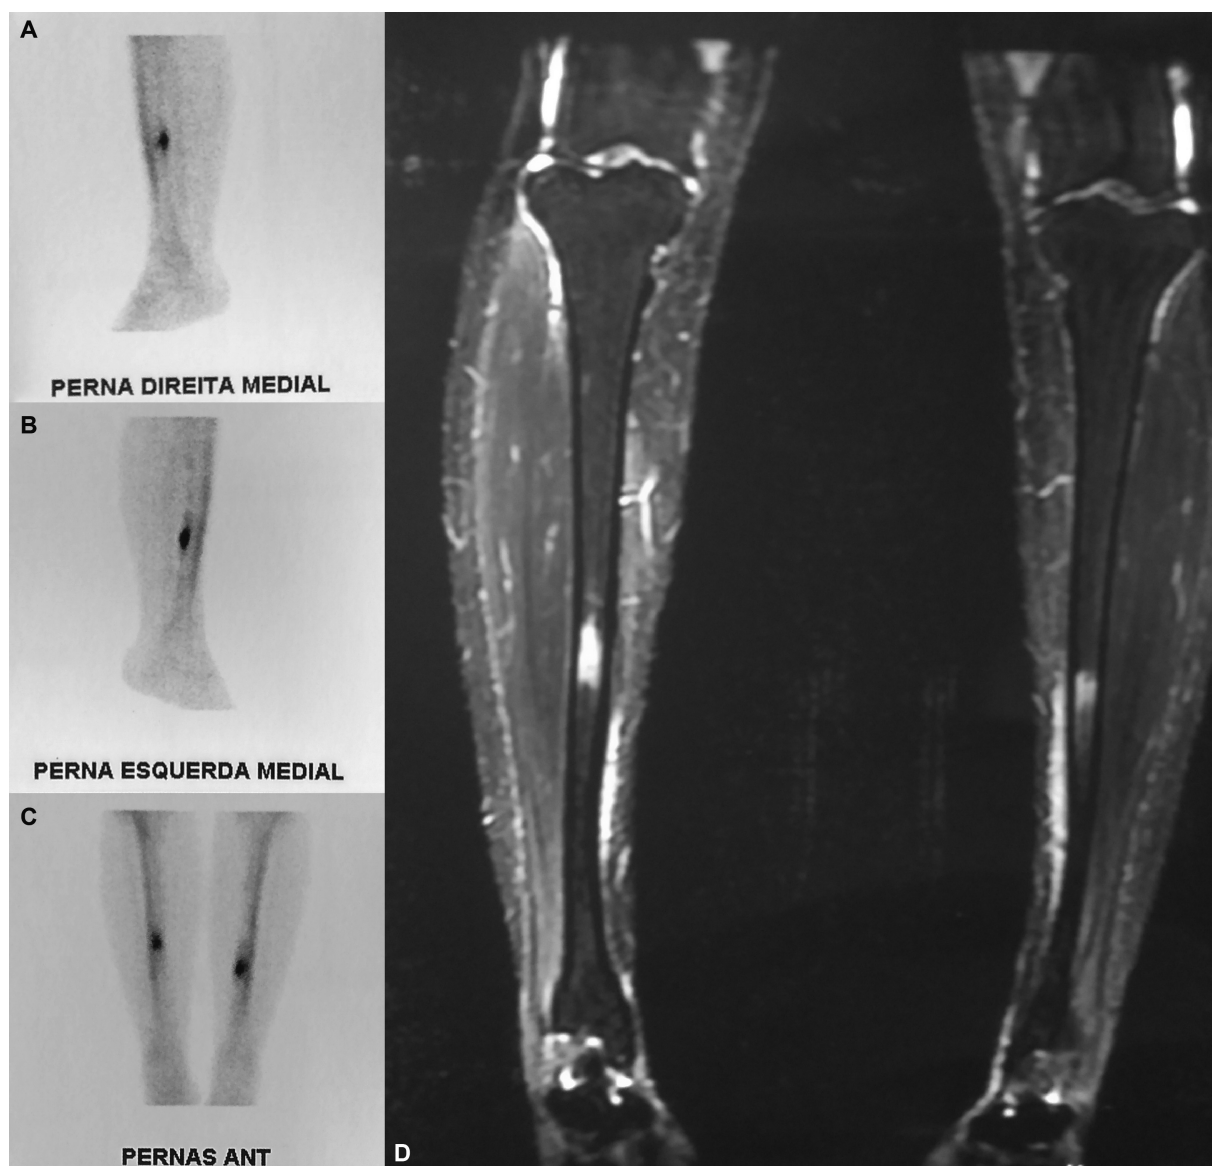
Imagens de exames com fratura por estresse da tíbia. (A, B e C) Imagens de cintilografia óssea, (D) Imagem de ressonância magnética, ponderação T2.
